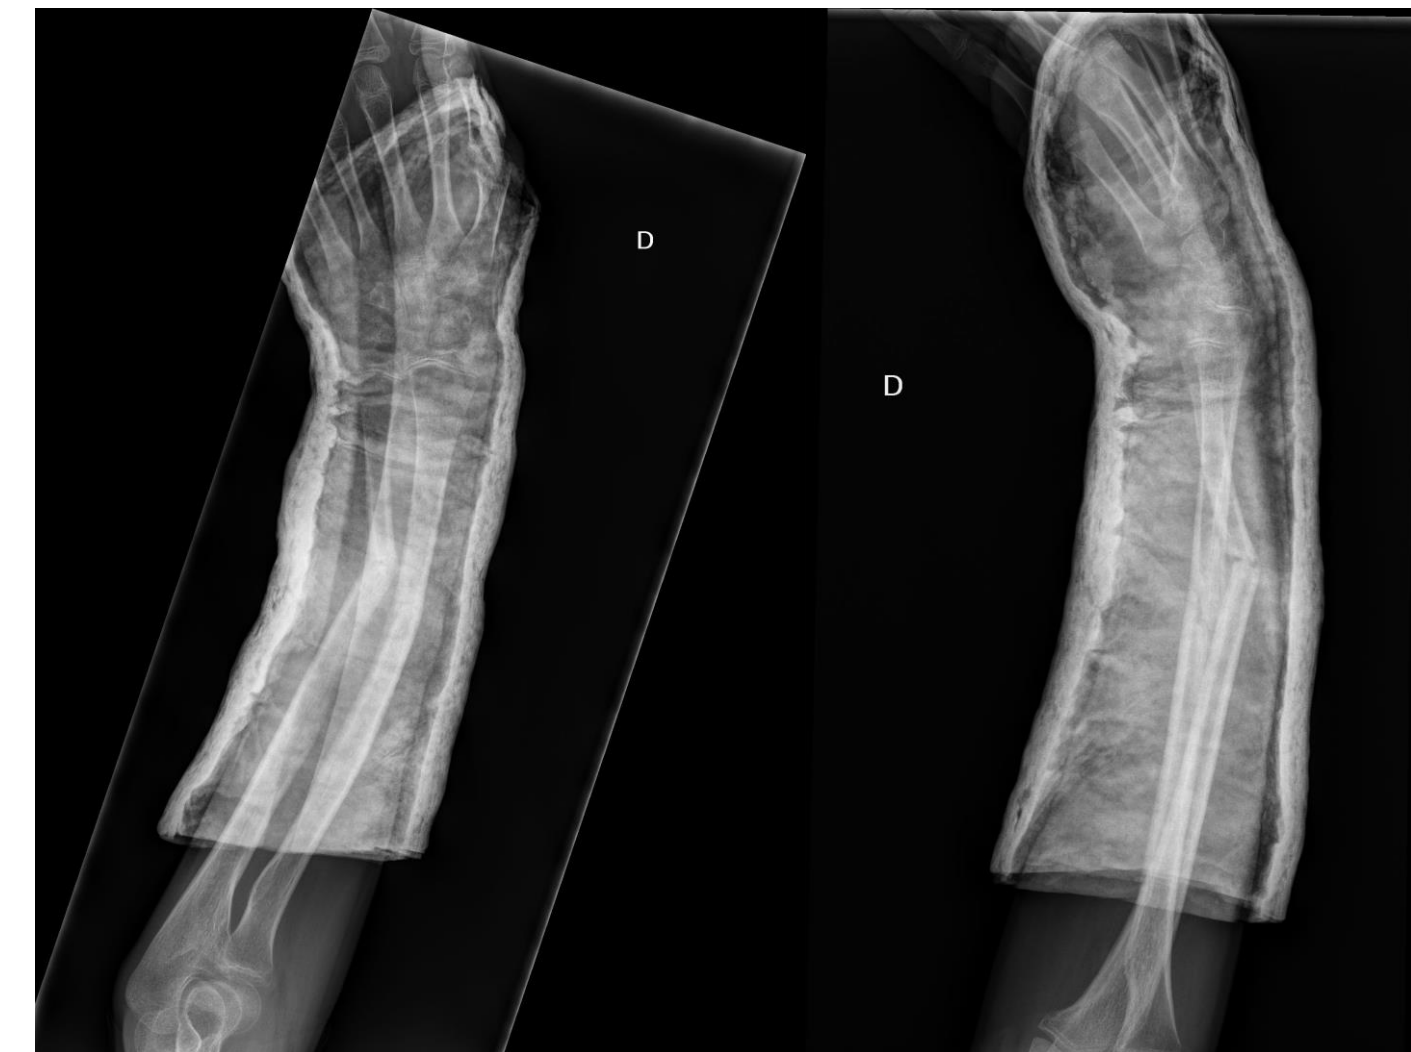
Radiografía AP y lateral donde se observa la malrotación de radio y cúbito
